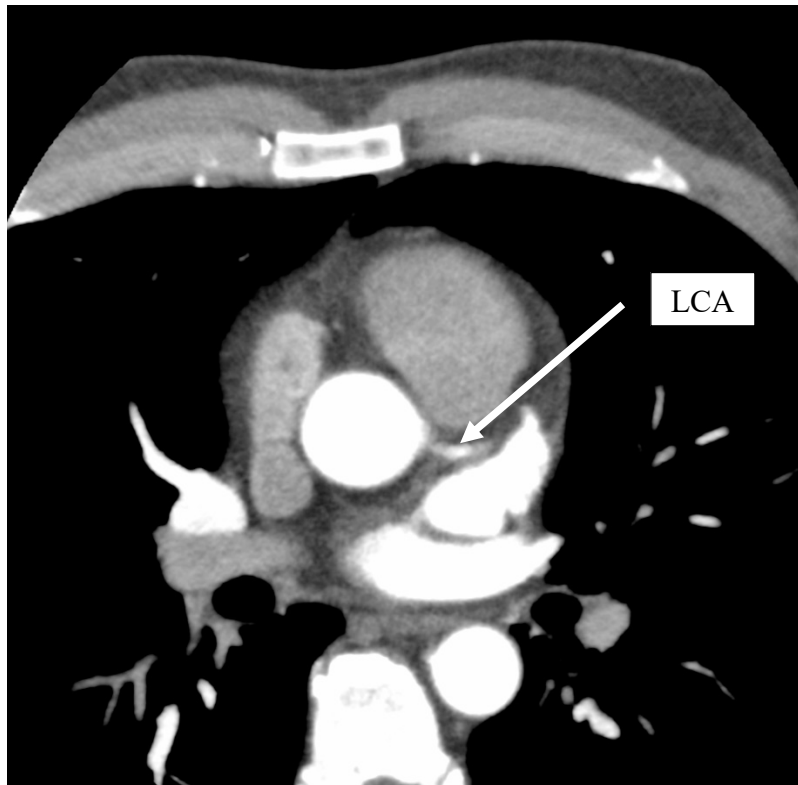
Axiale Aufnahmen einer kardialen CTA zur Bestimmung der Tischpositionen mit Abgang des linken Hauptstammes aus der Aorta (markiert durch weißen Pfeil) und Darstellung des *Ramus interventricularis posterior* (weißer Kreis), LCA = Hauptstamm der linken Koronararterie
